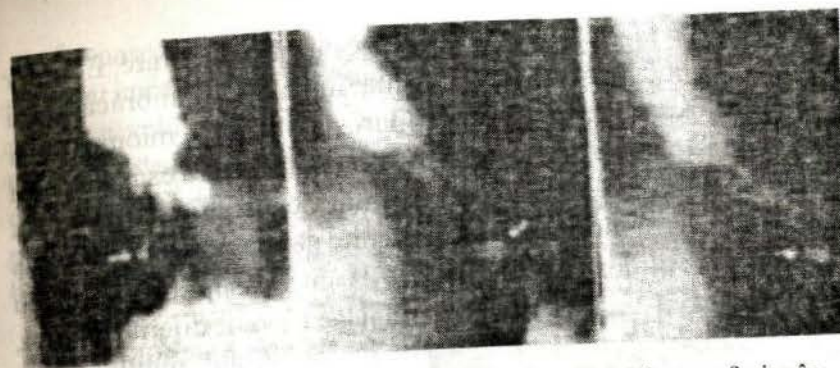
Radiografia esofagului în OAD (seriografie). Ulcer esofagian în treimea inferioară.
